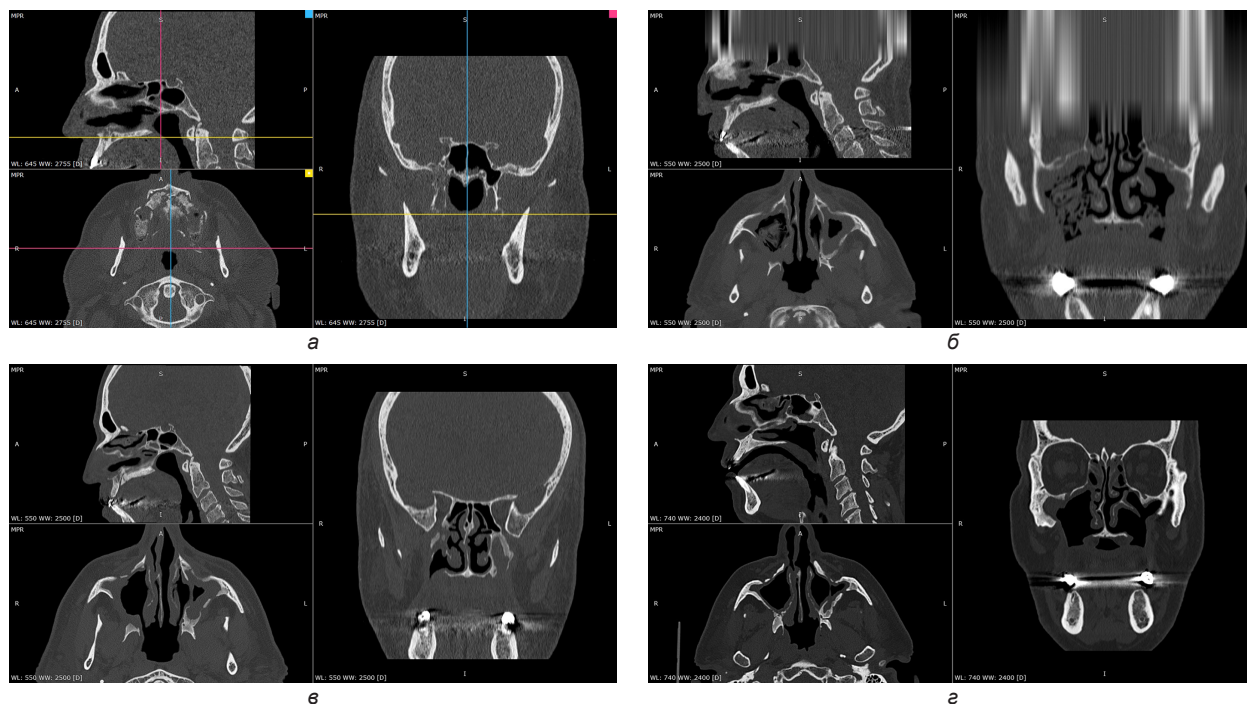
Компьютерная томограмма пациента К.:
